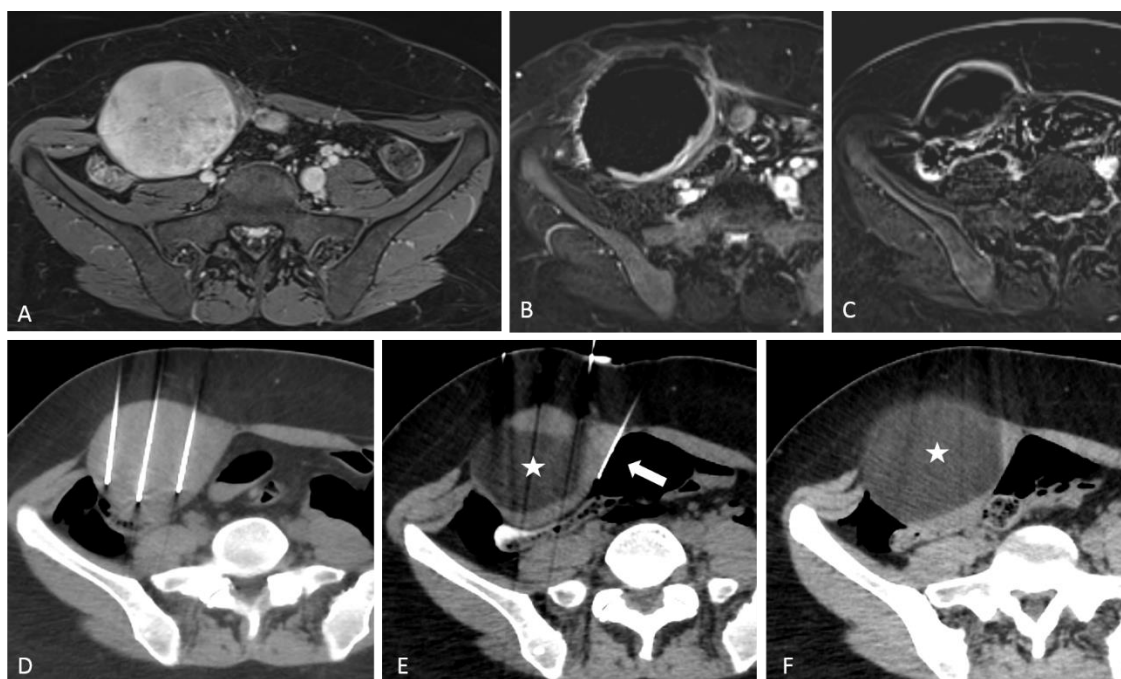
8 cm-desmoid tumor in the abdominal wall in a 26-year-old woman, progressive after childbirth and under hormonal therapy. MR image before treatment, in T1FS weighted after enhancement (A). CT-guided percutaneous cryoablation using 11 cryoprobes (D, E). Cryoprobes within the tumor (D). A carbodissection and hydrodissection were performed (white arrow, E) to protect the colon (empty arrow, E). The margins of the ice ball are well-visualized in CT (white star, E, F). Complete coverage of the tumor by the ice ball is observed at the end of procedure (F). MR imaging at 1 month in T1FS weighted image after enhancement and subtraction shows a central ablation zone of necrosis, surrounded by an inflammatory rim enhancement (B). MR imaging at 9 months shows a progressive involution of the ablation zone without any evidence of local progression (C).
